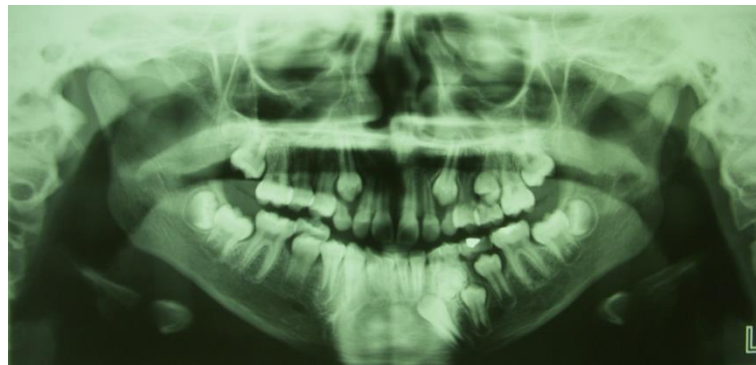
Radiografia panorâmica evidenciando imagem radiopaca bem delimitada na região dos dentes 73 e 74.
